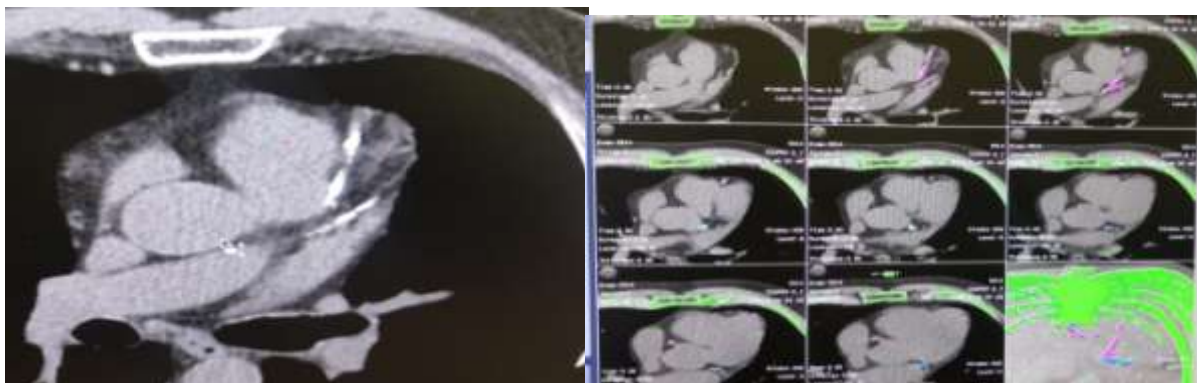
МСКТ сердца КИ ЛКА = 115 ЕД, суммарный КИ = 1224 ЕД
